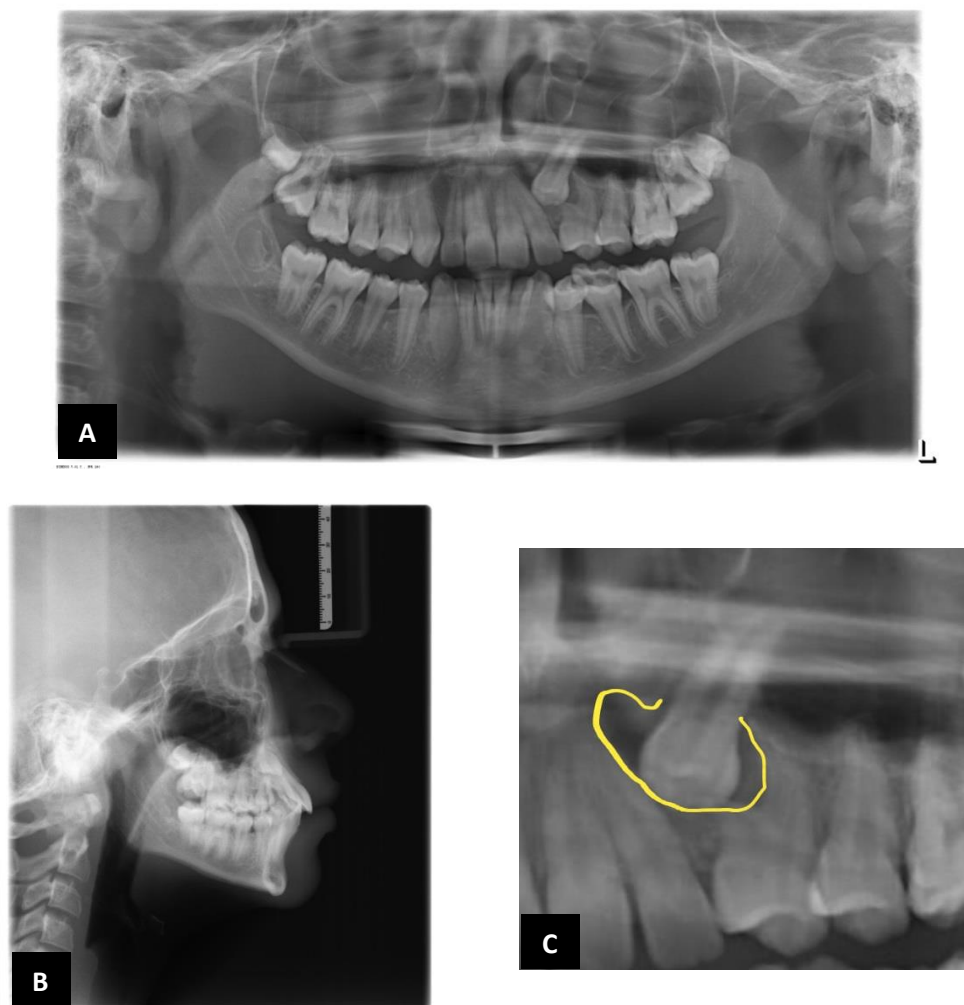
Radiografias: A) Panorâmica, B) Telerradiografia e C) Corte da panorâmica evidenciando a presença do cisto dentígero no dente 23.
